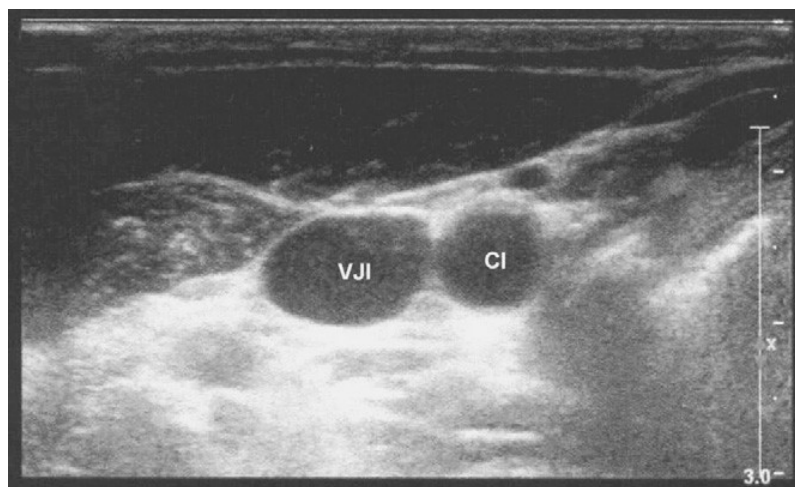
Échographie de la gouttière jugulocarotidienne droite : l'artère carotide interne (CI), vue en section, est circulaire et située en dedans de la veine jugulaire interne (VJI)
